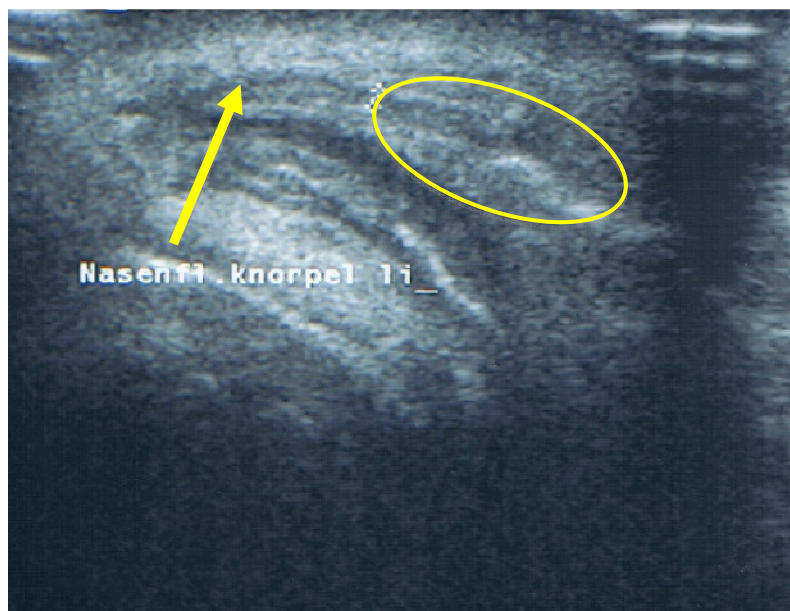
Sonographie lateraler Flügelknorpel im Längsschnitt, 1.
